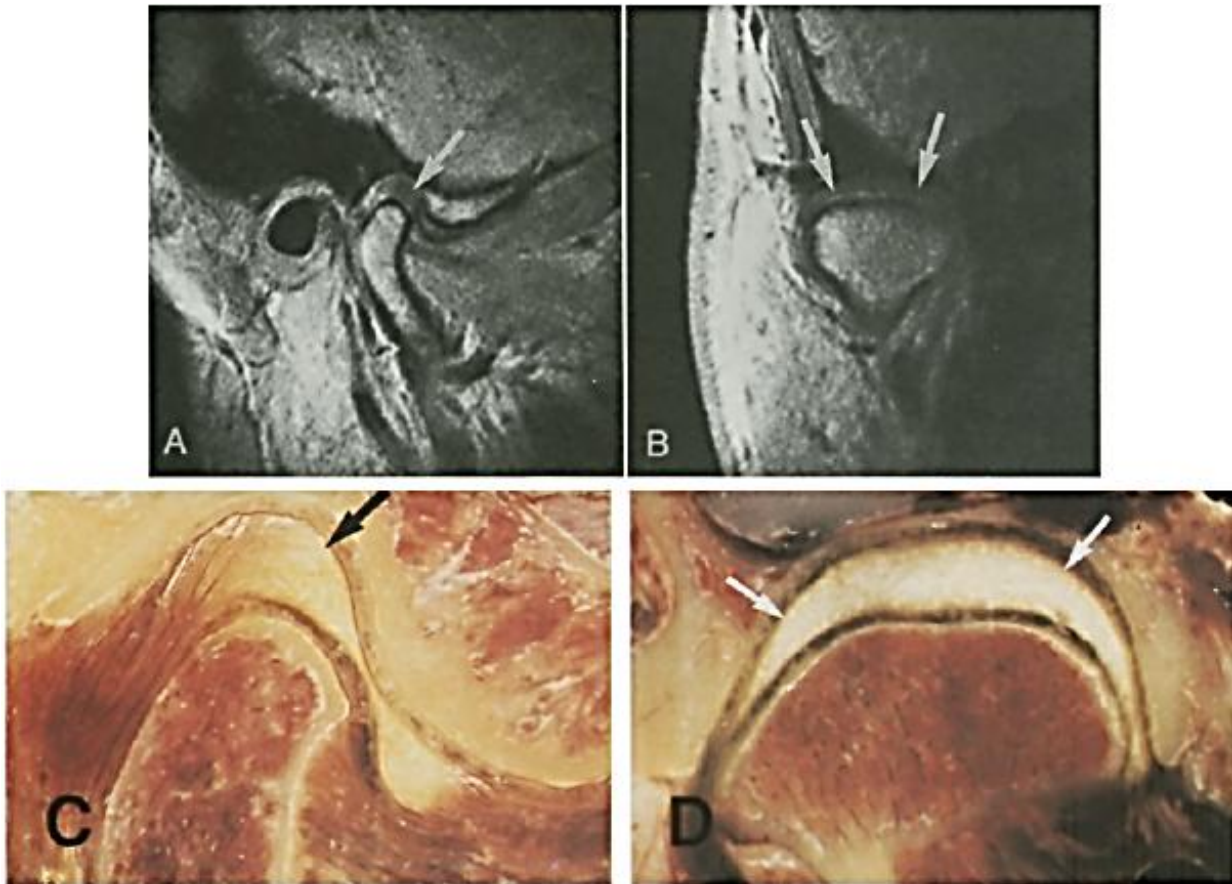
Deslocamento do disco anterior. A, imagem sagital da RM mostrando a banda posterior do disco (seta) anteriormente ao cndilo. B, imagem coronal da RM (mesma articulao como A) no mostrando o deslocamento medial ou lateral do disco (setas). C, crioseco sagital (conjunto diferente de A e B) mostrando disco (seta) anteriormente ao cndilo. Fonte: TASAKI *et al.*, (1996).
